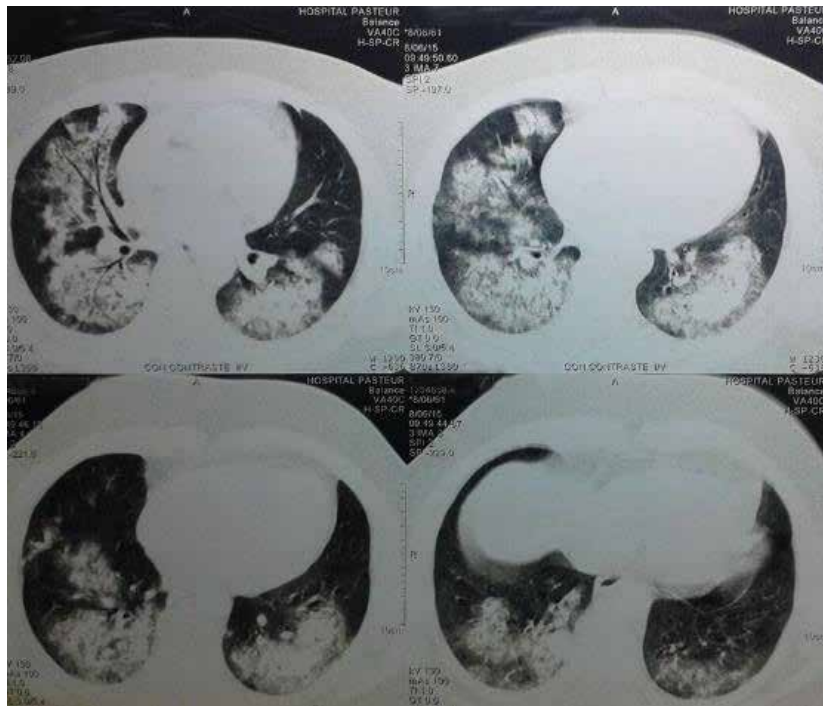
Caso clínico 2: TAC tórax con imágenes algodonosas sugestivas de hemorragia alveolar
